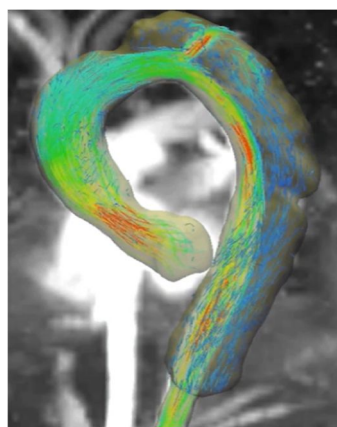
慢性期Stanford B型大動脈解離の4D flow MRI: 真腔からentryを介して偽腔に加速するjetが流れる様子が見られる。
